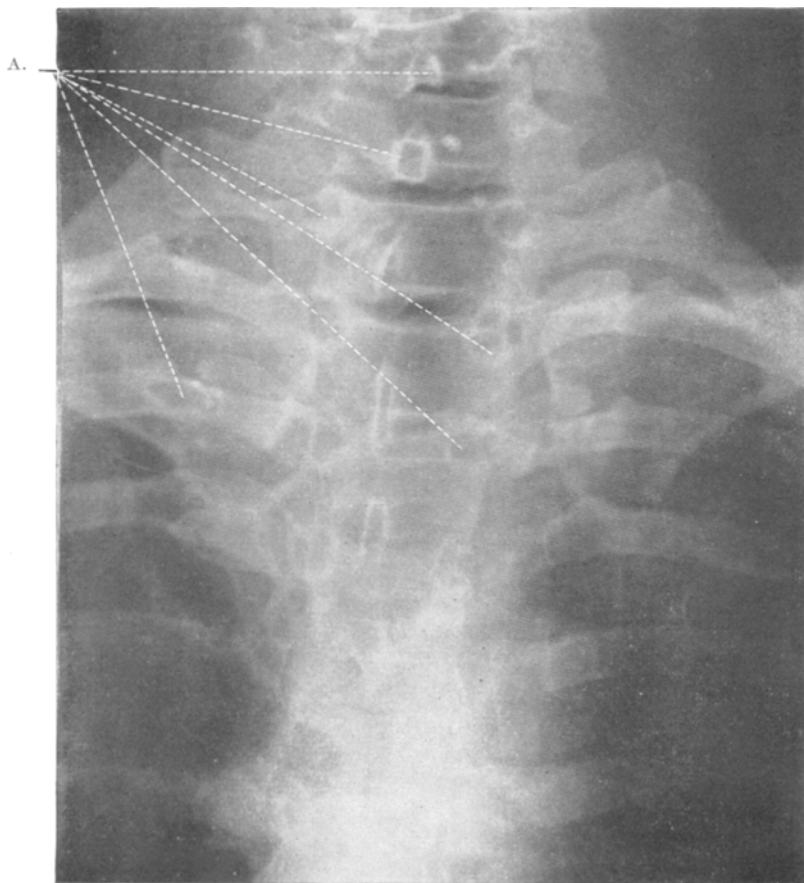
Röntgenaufnahme der Wirbelsäule und Rippen. A. Knochenaufhellungen.
